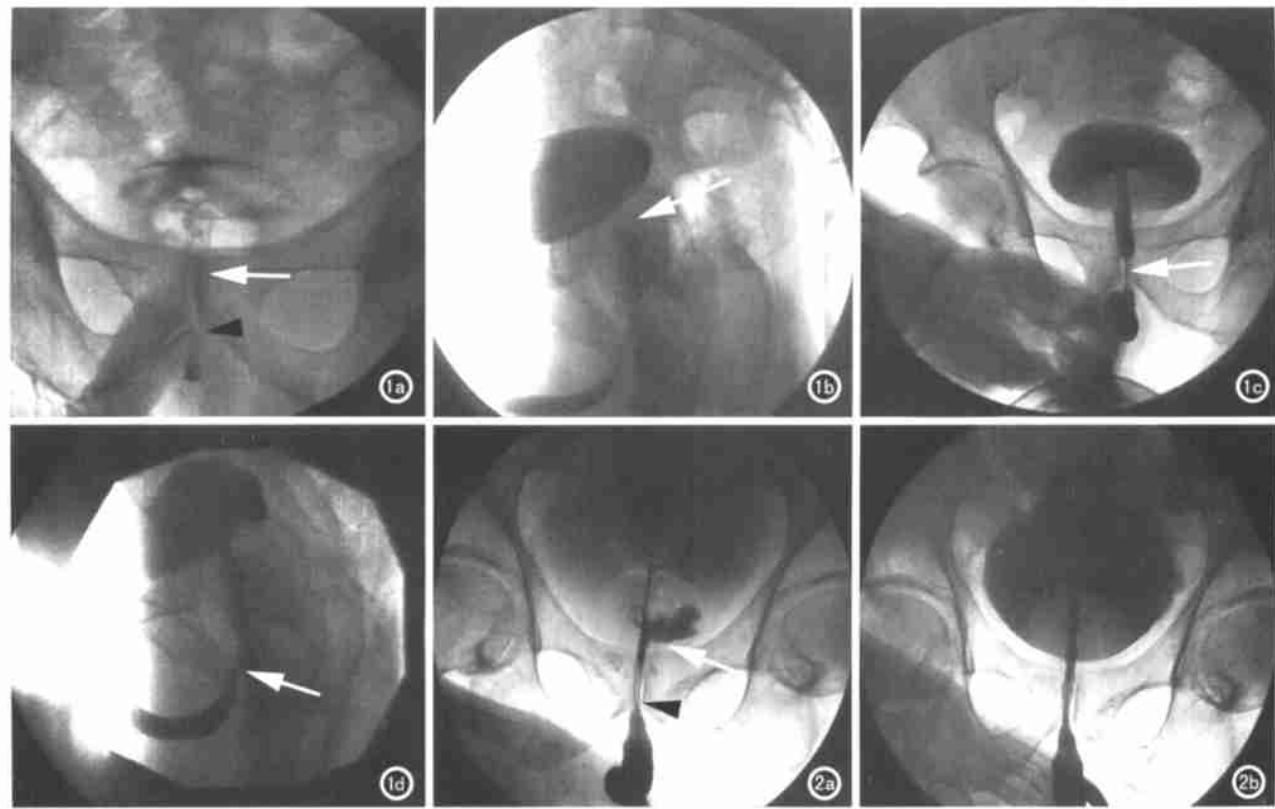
前列腺增生尿道狭窄。a) 置入第 1 个前列腺内支架后平片所见白箭示支架, 黑箭头示尿道膜部; b) 置入第 1 个前列腺内支架后逆行侧位造影可见尿道前列腺部上段仍狭窄(箭); c) 置入第二个前列腺内支架后逆行正位造影见尿道通畅(箭); d) 置入第二个前列腺内支架后逆行侧位造影见尿道通畅。图 2 a) 术前逆行尿道造影可见尿道前列腺部狭窄(黑箭头), 并可见尿道瘘(白箭); b) 置入第 1 个前列腺内支架后逆行正位造影, 尿道通畅, 尿道瘘消失。
